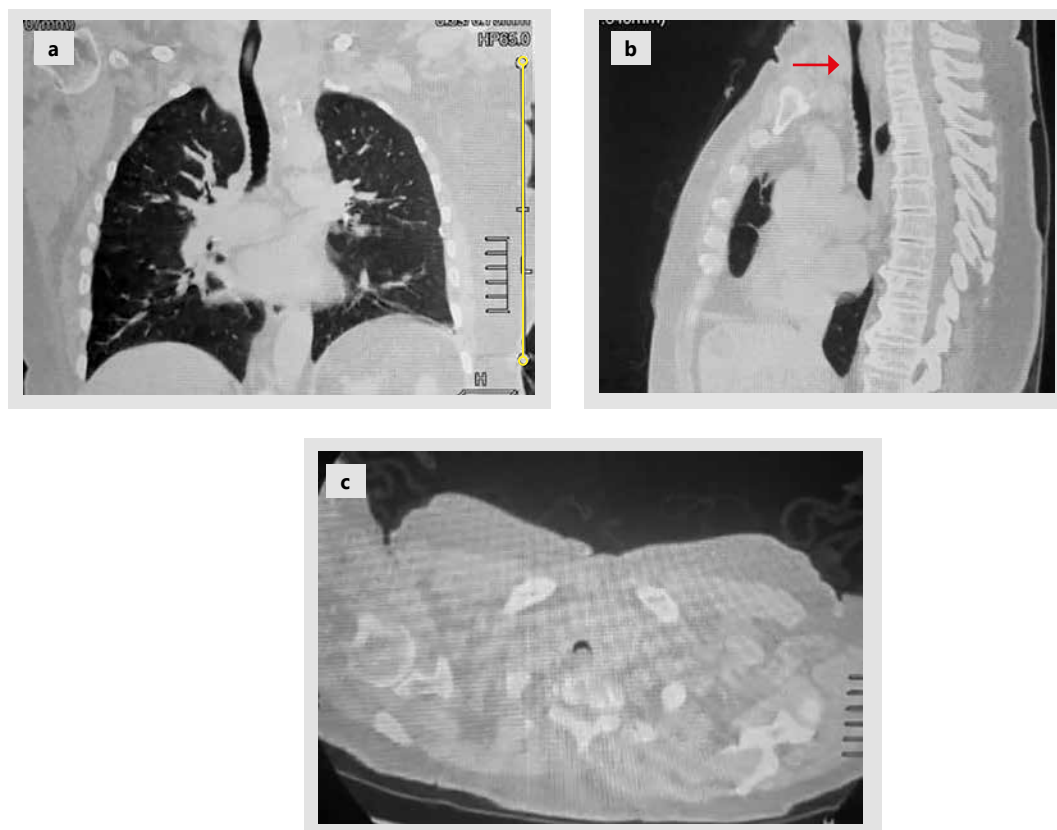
a, b y c. Tomografía de cuello y tórax simple donde se observa estenosis (moderada) en su segmento cervical (flecha roja)
